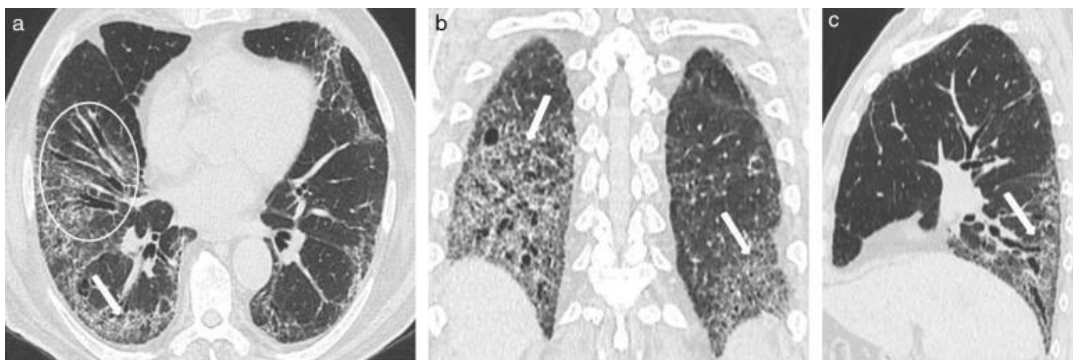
TC de tórax con ventana pulmonar en corte (a) axial, (b) coronal y (c) sagital de un hombre de 56 años con fibrosis pulmonar idiopática evidencia engrosamiento intersticio-nodulillar subpleural, en ambos campos pulmonares a predominio bibasal posterior, que conforma un patrón reticular asociando áreas
